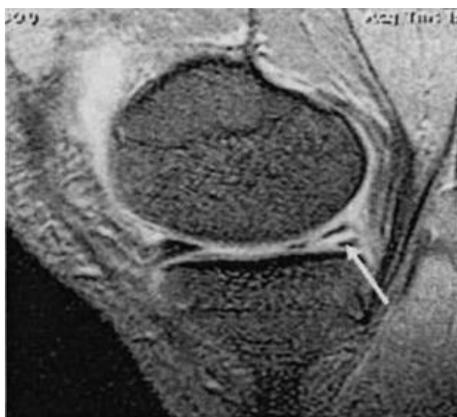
МРТ коленного сустава. Сагиттальная проекция. Комбинированный разрыв медиального мениска
